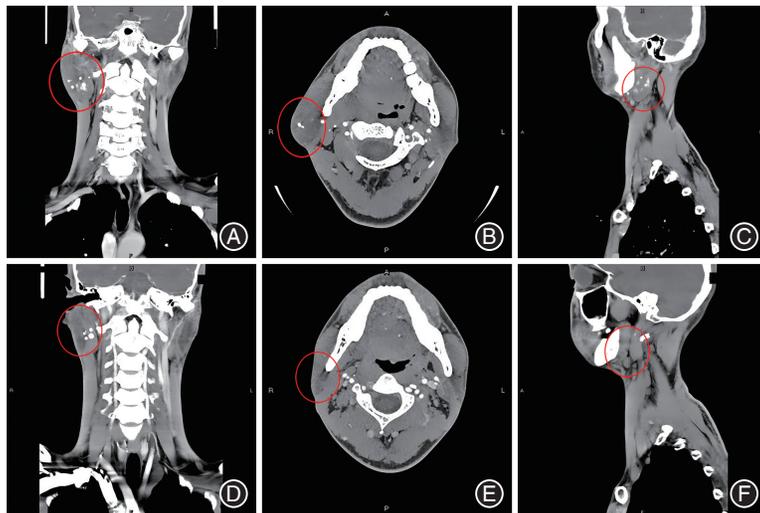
平阳霉素(PYM)复合剂治疗右腮腺区静脉畸形前后的计算机断层摄影术(CT)影像 接受PYM复合剂治疗的1例静脉畸形患者资料(男,35岁,主因发现右腮腺区肿物半年入院)。A、B、C分别为术前冠状位、横断位和矢状位CT,病灶大小约3.8 cm × 2.5 cm × 5.1 cm;D、E、F为2次PYM复合剂治疗后3个月复查CT影像(冠状位、横断位和矢状位),病灶基本消失。红色圈内为静脉畸形病灶位置。
